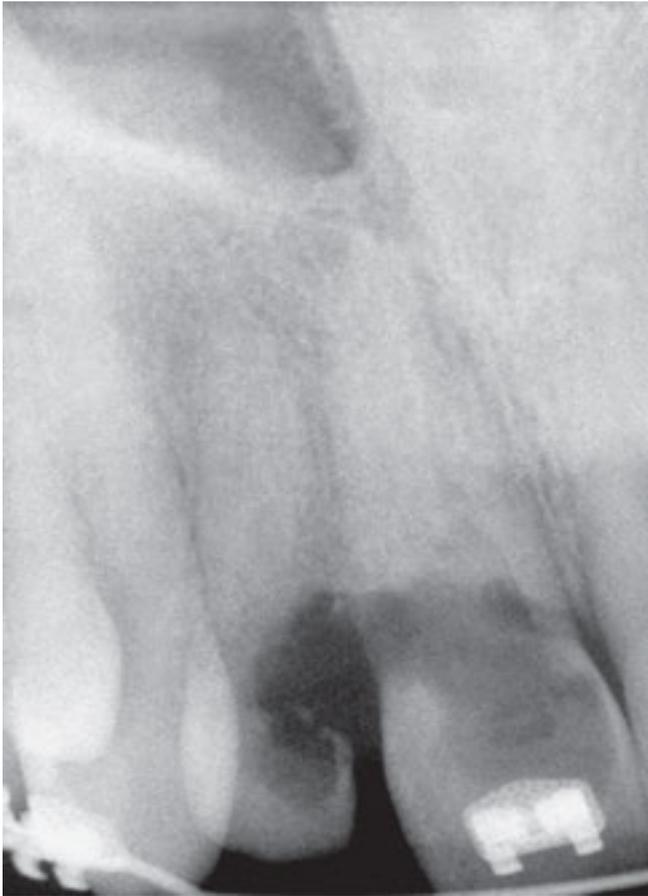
Das Einzelzahnrontgenbild vom Januar 2008 zeigt eine deutliche koronale Aufhellung der Zähne 11 und 12 mit unregelmäßig scharf begrenzten Rändern. Der Parodontalspalt und der Pulpakanal sind nicht mehr sicher erkennbar.
